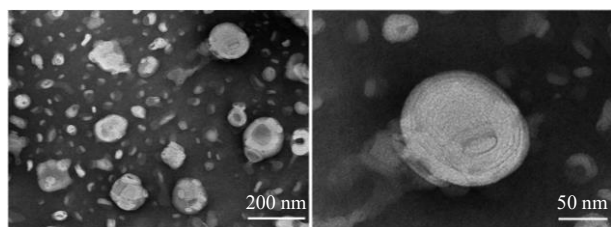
HHT/TPL-PSMA-Lips 的 TEM 图
